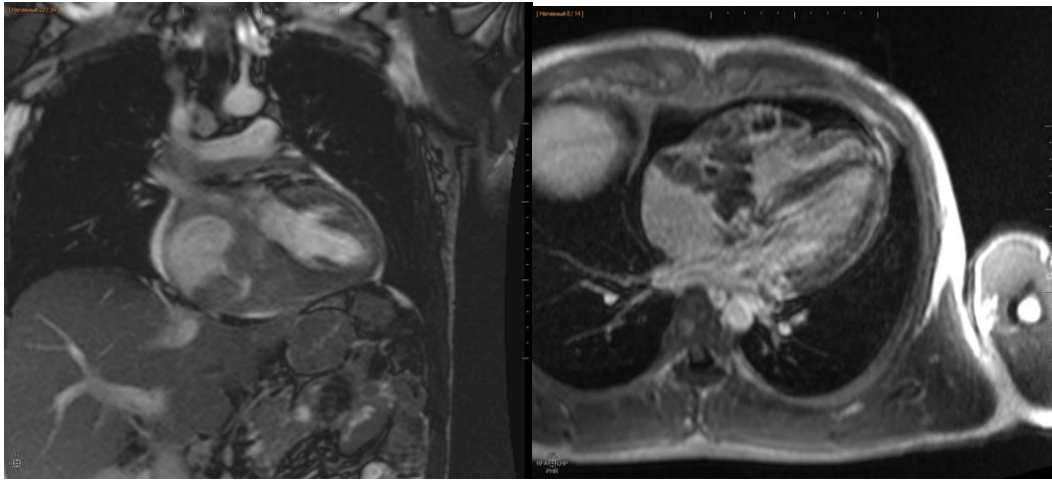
МРТ-зображення, що демонструє виражене поширення пухлинного процесу у правих відділах серця з редукцією порожнини ПШ та деформацією ТК(а). Ураження нижньої частини стовбура ЛА та її правої гілки без ознак стенозу просвіту (б).
